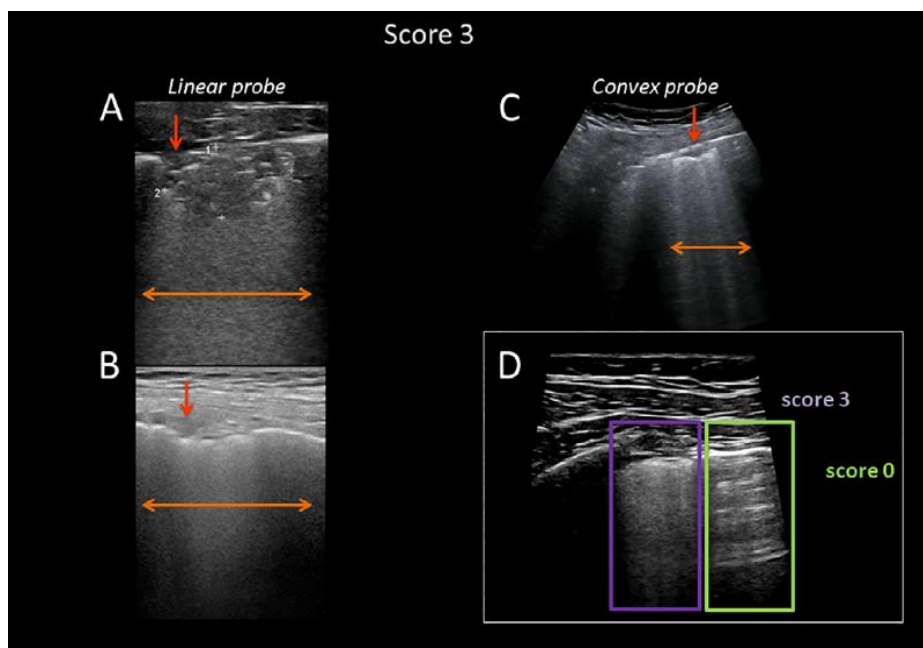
Valutazione della polmonite da COVID-19 con ecografia toracica²⁶.
